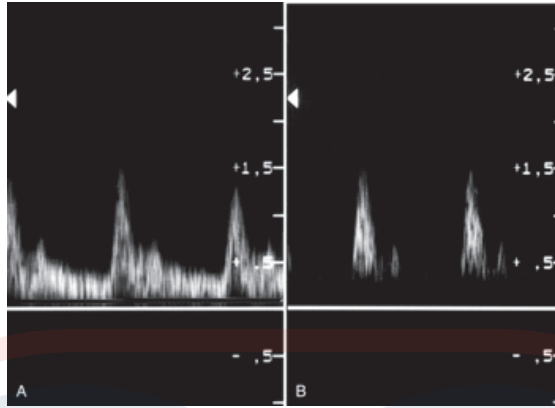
Filtros de pared. Los filtros de pared se usan para eliminar el ruido de baja frecuencia desde la visualización Doppler, pero los ajustes de filtro de pared altos pueden resultar en errores de interpretación. Aquí, el efecto en la visualización del flujo de baja velocidad se muestra en los ajustes de filtro de pared de (A) 100 Hz y (B) 400 Hz. En general, los filtros de pared deben mantenerse en el nivel práctico más bajo, por lo general en el rango de 50 a 100 Hz.
